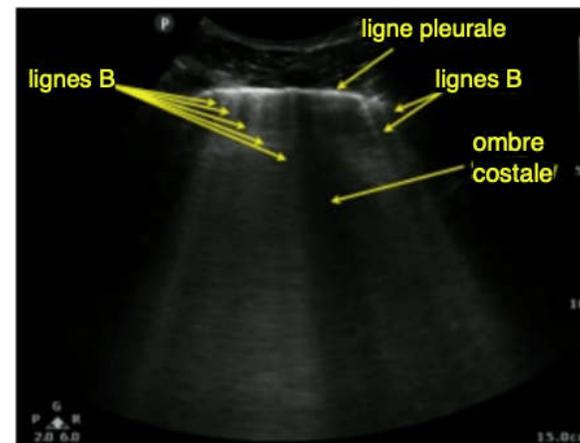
Avila, J., Kim, D. (2015, December 18). US against the World: Ultrasound in differentiating COPD from CHF. CanadiEM.
